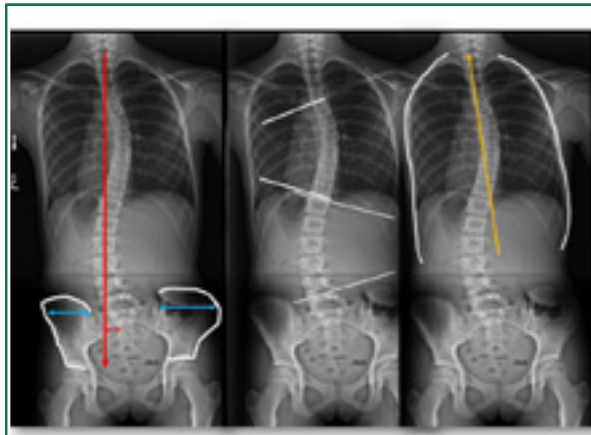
Radiografie frontale
